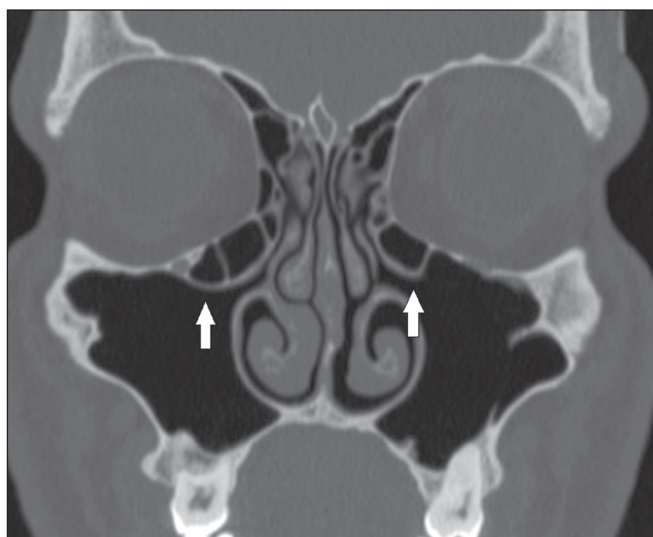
TC, janela óssea, corte coronal, demonstrando células de Haller bilaterais (setas), mais evidentes à direita, com insinuação para o interior dos seios maxilares, reduzindo a amplitude dos infundíbulos etmoidais.
